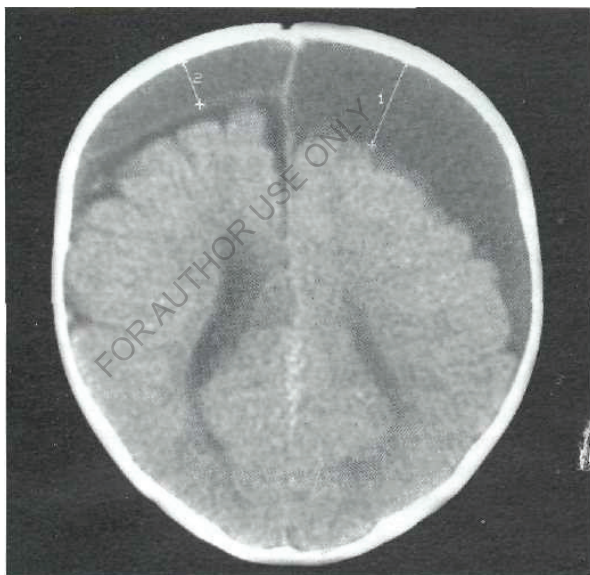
КТ – изображение двустороннего рецидивирующего субдурального скопления жидкости со значительным масс-эффектом (девочка 6 месяцев). При повторных субдуральных пункциях получена геморагически окрашенная жидкость
